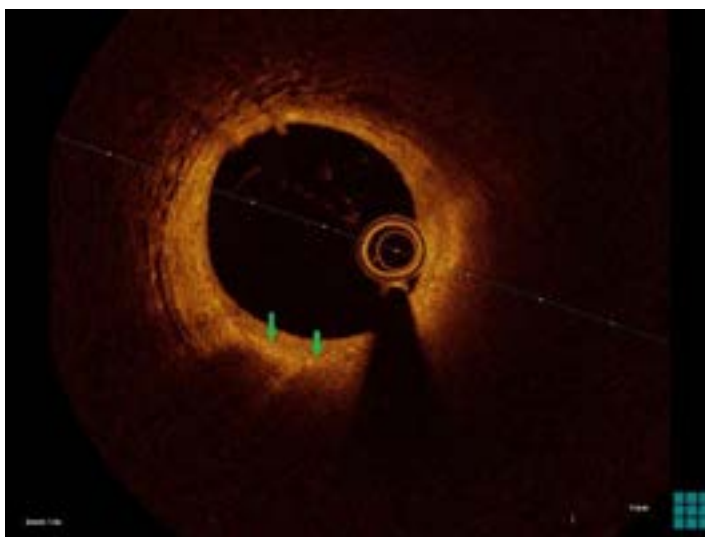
Визуализация скопления макрофагов (линейные области высокой интенсивности, позади которых видна «тень»), инфильтрирующих покрывку бляшки, с помощью оптической когерентной томографии (отмечены зелёными стрелками)
